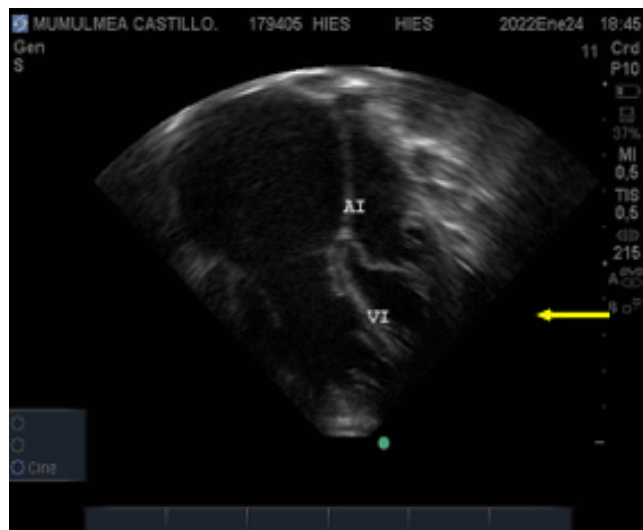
Ecocardiograma 2B. En momento diastólico de cavidades cardiacas se observa gran dilatación de aurícula y ventrículo derecho. Válvula tricúspide abierta; la válvula mitral con deformidad y sus valvas aún cerradas con cuerdas tendinosas en inserción anómala (flecha amarilla).
